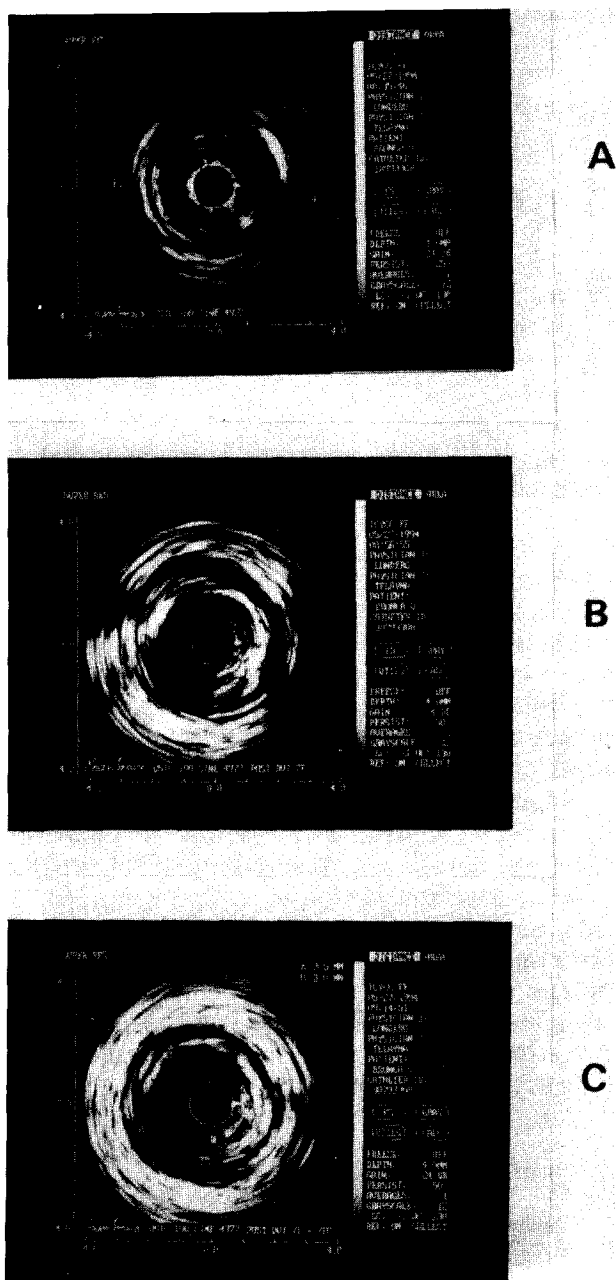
Imagen de ultrasonido intracoronario donde se observa: A) Placa oclusiva concéntrica de tipo blanda. B) Luego del pasaje de un aterótomo 7 French, se observa incremento del área luminal con persistencia de placa residual de hora 12 a 6. C) Luego del pasaje de un aterótomo 7 French Graft. Aumenta el área luminal con reducción adicional de la placa.
